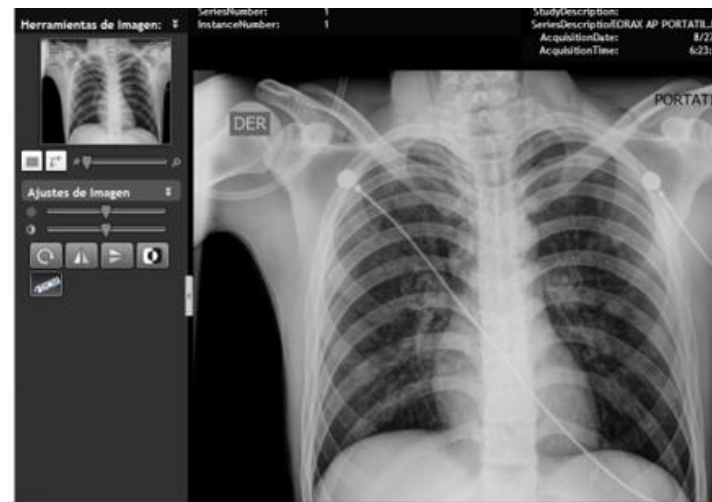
Radiografía de control de tórax
